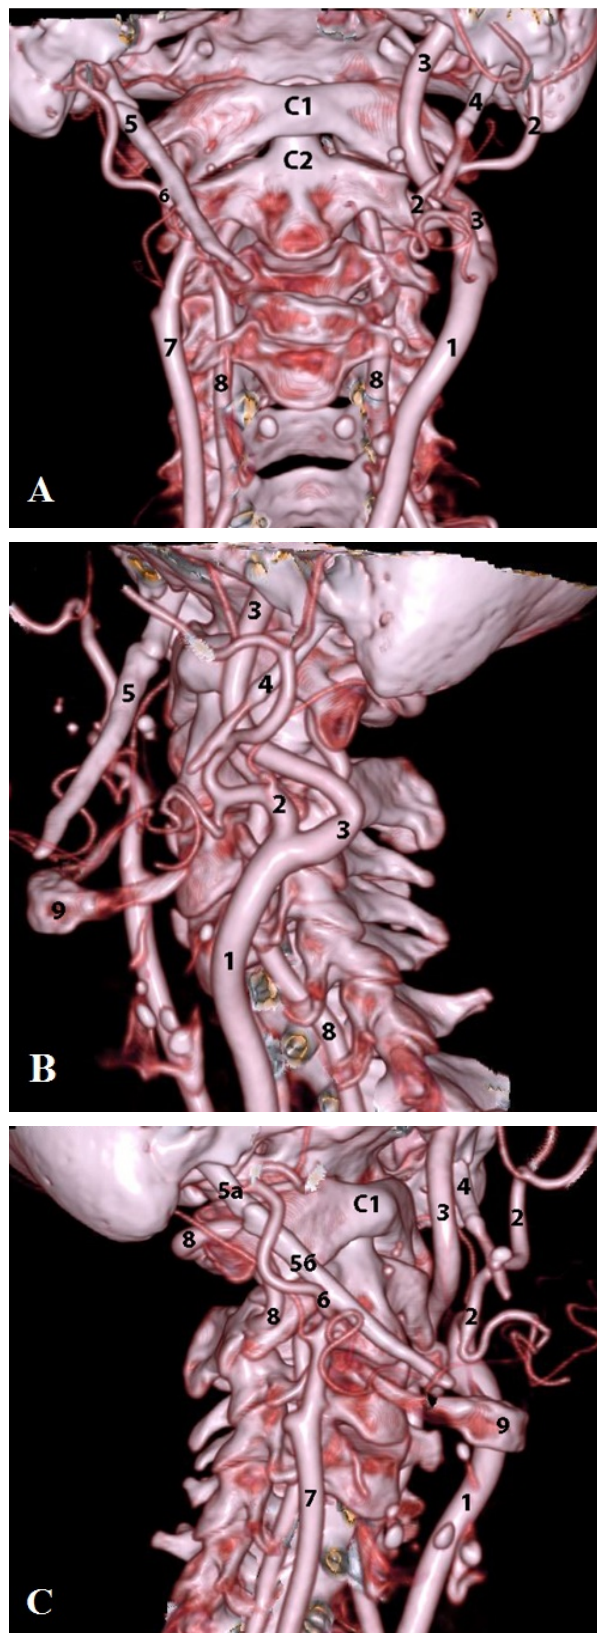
КТ-ангиография сосудов шеи. Обозначения: А – вид спереди; В – вид слева; С – вид справа; 1 – левая общая сонная артерия, 2 – левая наружная сонная артерия, 3 – левая внутренняя сонная артерия, 4 – левый шиловидный отросток, 5 – правый шиловидный отросток, 6 – правая наружная сонная артерия, 7 – правая общая сонная артерия, 8 – позвоночная артерия, 9 – тело подъязычной кости; C1 – атлант, C2 – второй шейный позвонок.
